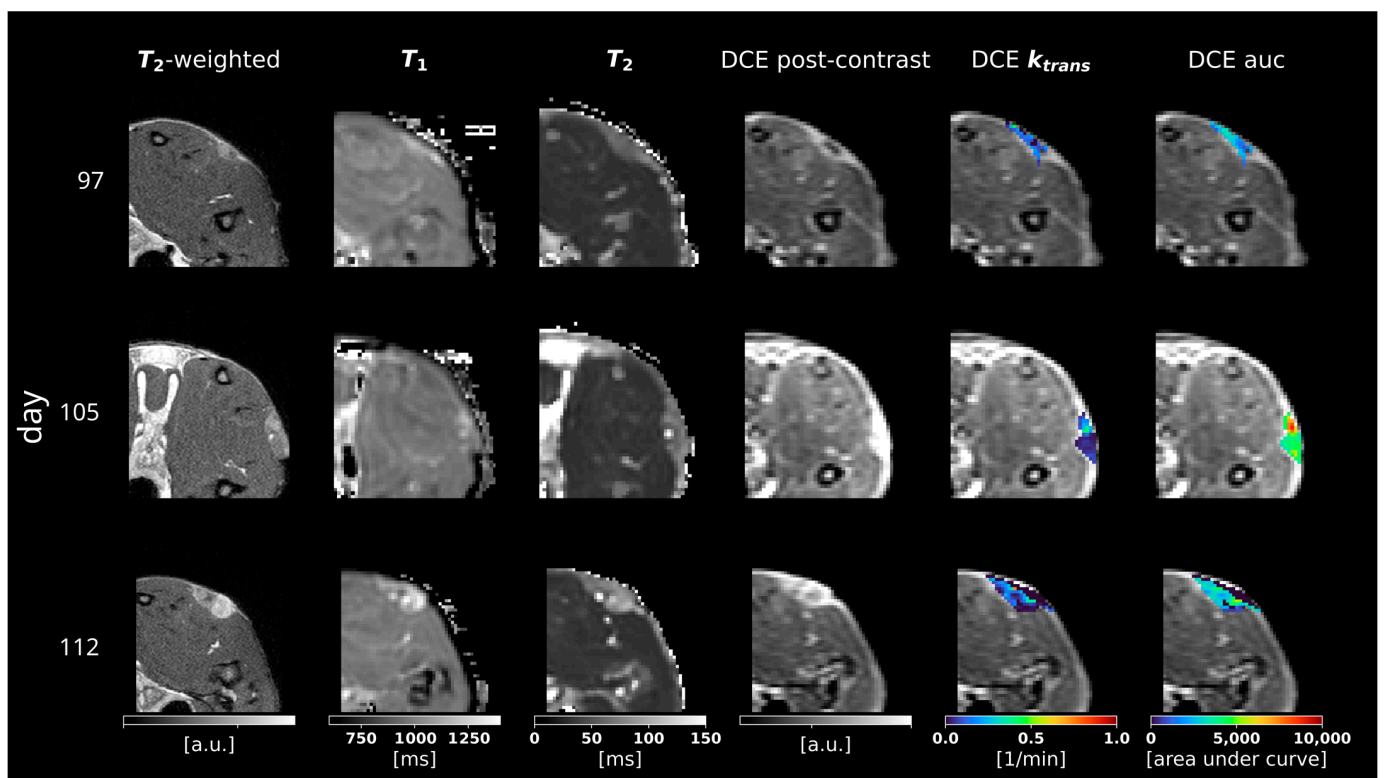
Representative slices of the acquired overview and quantitative MRI relaxation parameters, as well as the quantitative DCE MRI parameters (columns) at three different measurement days after inoculation (rows). The last three columns show the contrast-enhanced DCE magnitude as an underlay.
